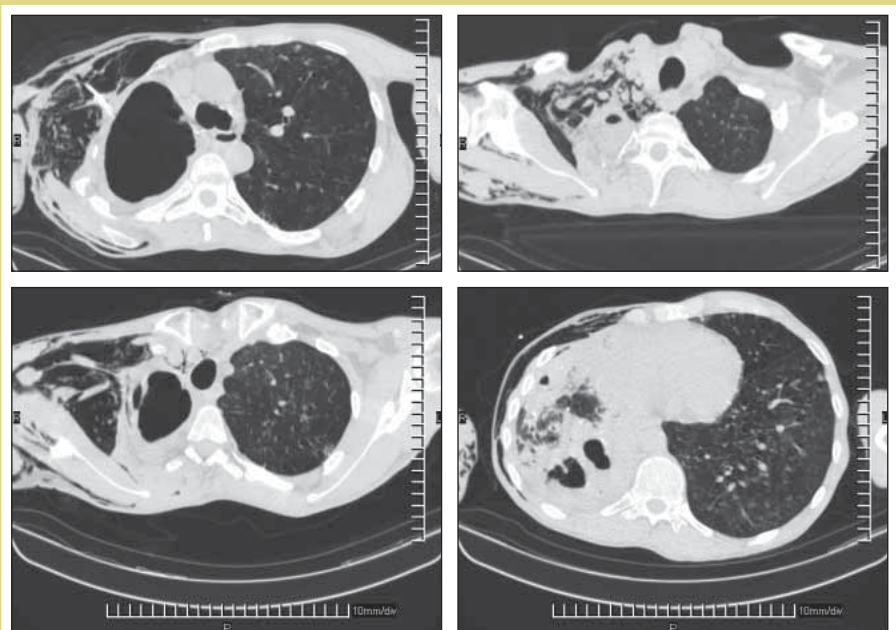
Компьютерная томограмма ОГК при поступлении в ЦНИИТ
